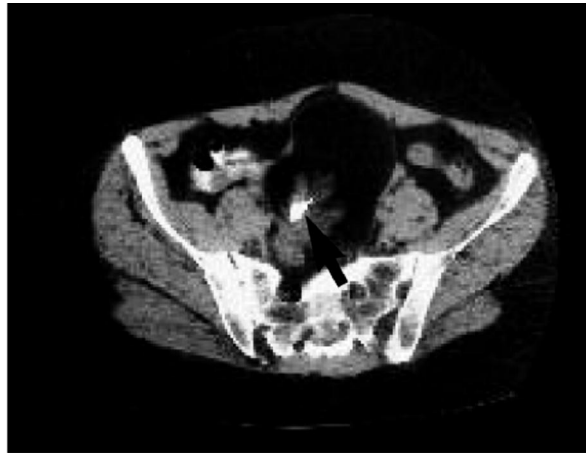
Coupe TDM pelvienne : au sein de cette masse graisseuse on retrouve des calcifications (flèche), kyste dermoïde [48]
